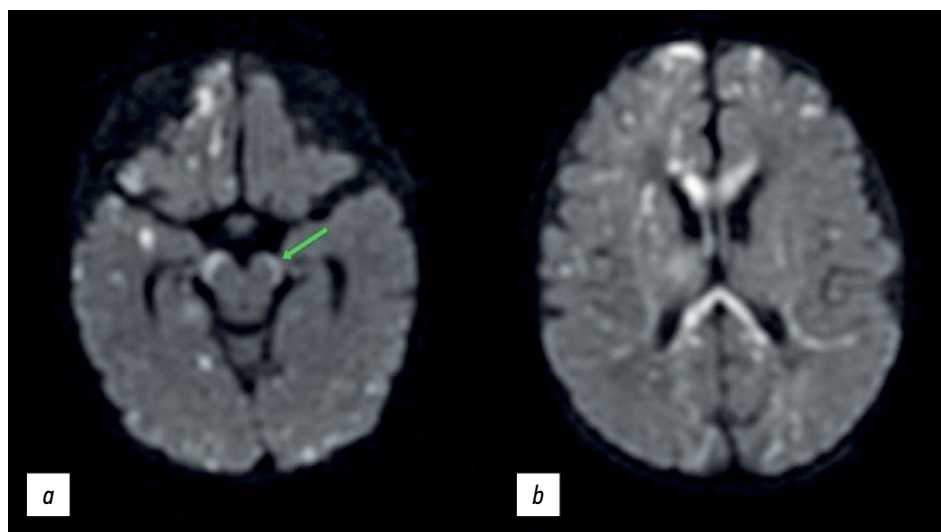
Диффузионно-взвешенные изображения головного мозга в аксиальной плоскости: *a* — стрелкой указано повышение сигнала от проводящих путей в ножках мозга; *b* — множественные очаги и поражение мозолистого тела.
